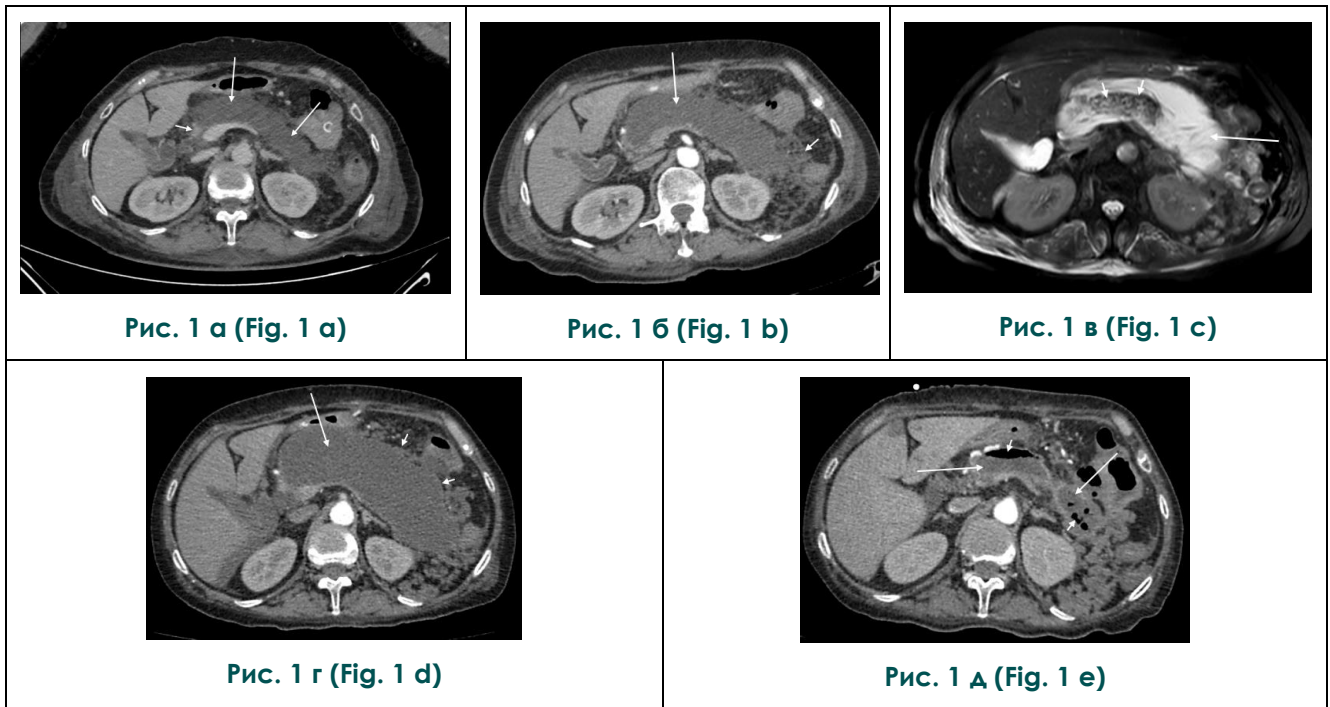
КТ с внутривенным контрастированием, панкреатическая фаза, аксиальная плоскость (а,б,г,д). МРТ, T2-взвешенное изображение, аксиальная плоскость (в).
